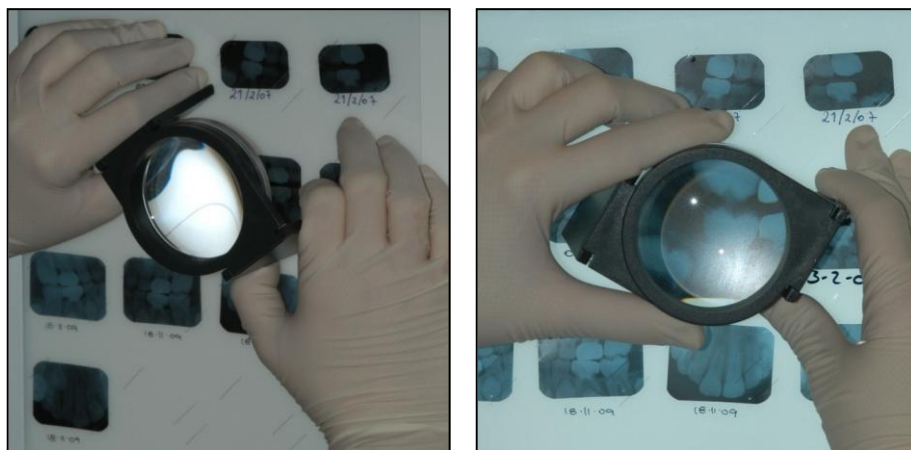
Leitura das radiografias sobre negatoscópio e com lupa marca Eschenbach[®], Germany, de 2,5 aumentos.*
